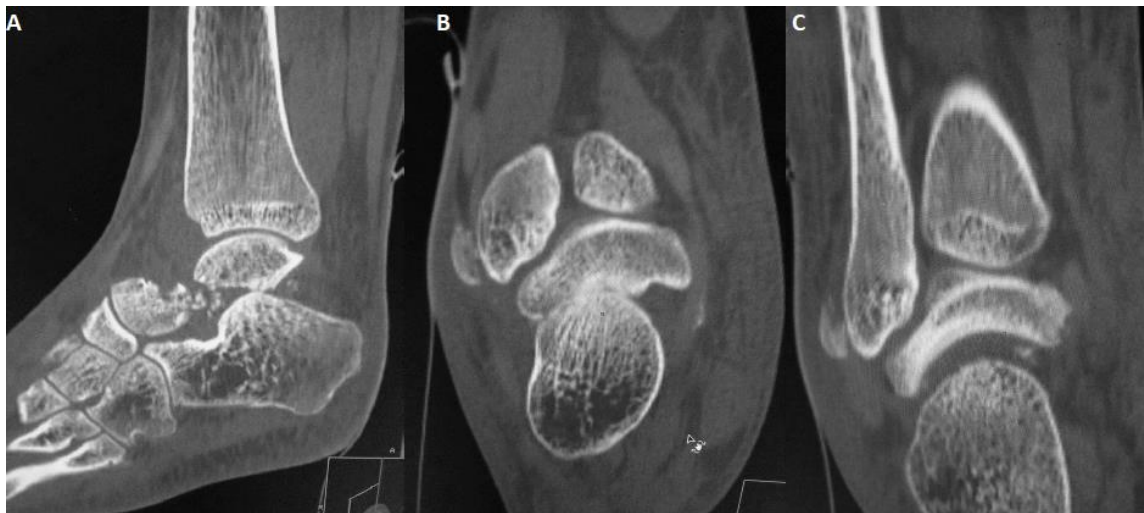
TDM de la cheville en coupes sagittale (A), axiale (B) et coronale (C) montrant une fracture du col du talus associée à une fracture de la malléole externe.
